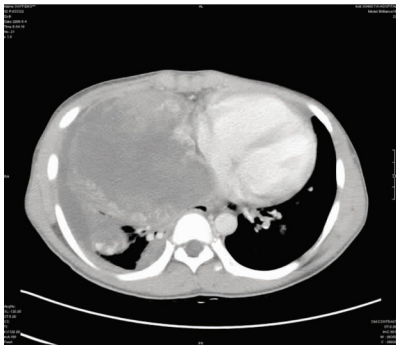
纵隔 CT(增强) 纵隔右侧缘巨大占位灶;右侧胸腔积液并右肺膨胀不全。
